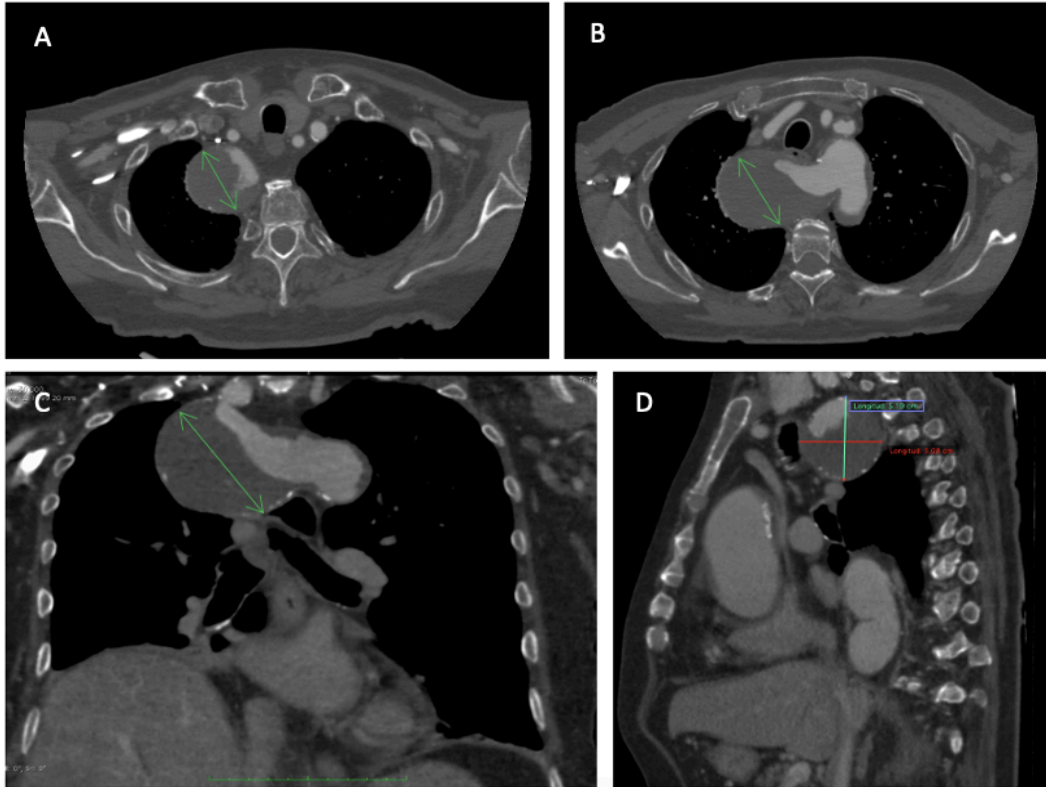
Cortes axiales (A y B), coronal (C) y sagital (D) de TC del paciente en el momento del diagnóstico donde se señala el DK (flechas).
